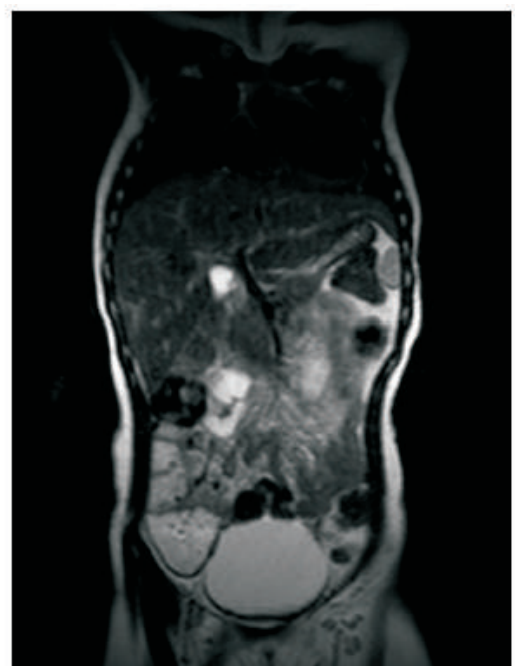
Resonancia Magnética sin alteraciones
